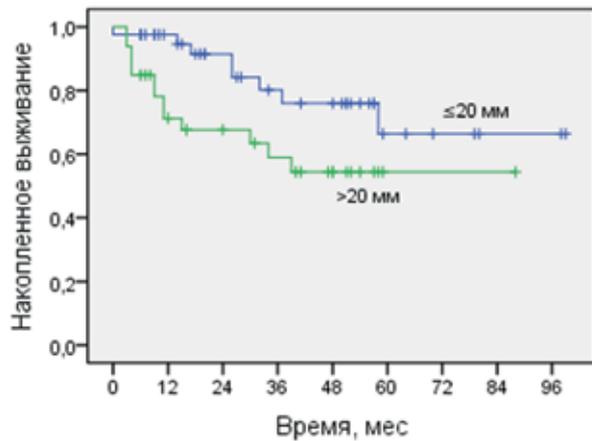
Наблюдаемая выживаемость больных после ИХПЛ с метастазэктомией в зависимости от размера наибольшего метастаза в лёгких по данным КТ (Log-Rank Test  $p=0,045$ ).
